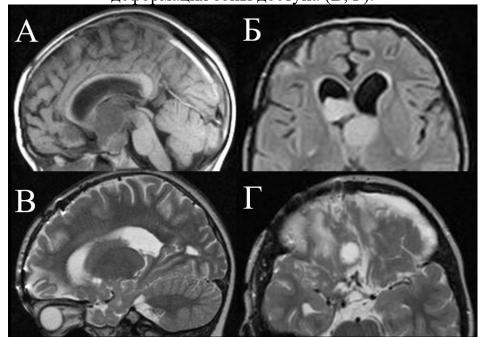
Исходные изображения МРТ мальчика 7 лет (краниофарингиома) — А и Б. На контрольных МРТ (В и Г) изменение сигнала в базальных отделах правой лобной доли со стороны доступа, заметная рубцовая деформация тканей над областью краниотомии
